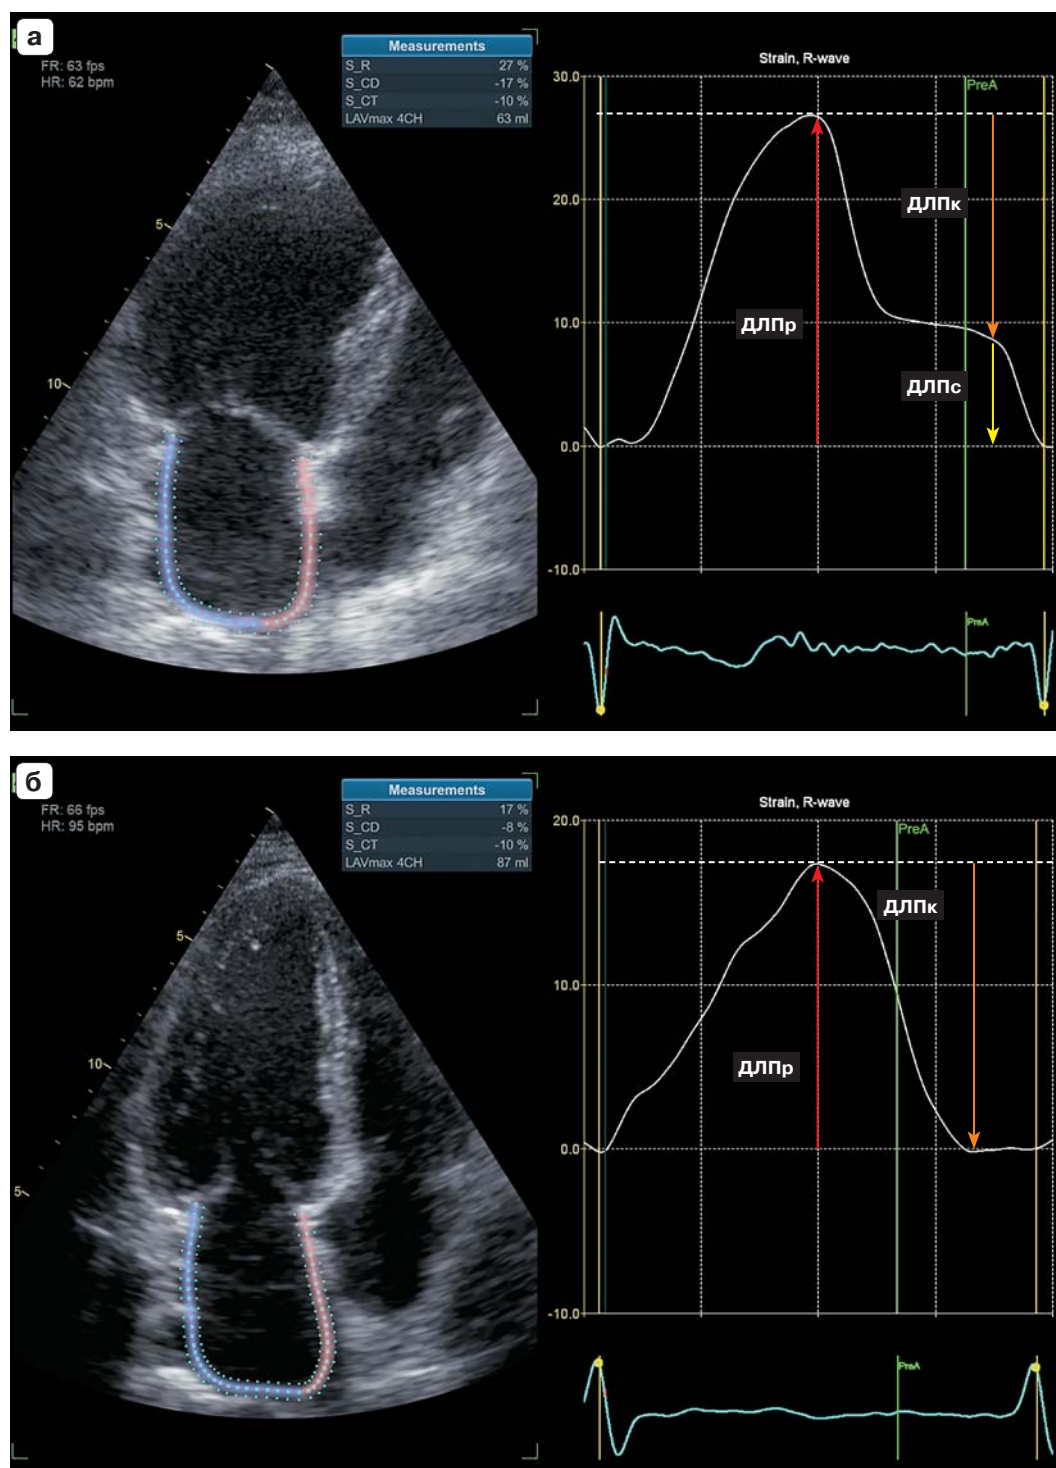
Спекл-трекинг-эхокардиография в оценке деформации левого предсердия. а – у пациента с синусовым ритмом: ДЛПp – деформация ЛП в фазу резервуара (красная стрелка), ДЛПк – деформация ЛП в фазу кондукта (оранжевая стрелка), ДЛПс – деформация ЛП в фазу сокращения (желтая стрелка); б – у пациента с фибрилляцией предсердий: ДЛПp – деформация ЛП в фазу резервуара (красная стрелка), ДЛПк – деформация ЛП в фазу кондукта (оранжевая стрелка).
